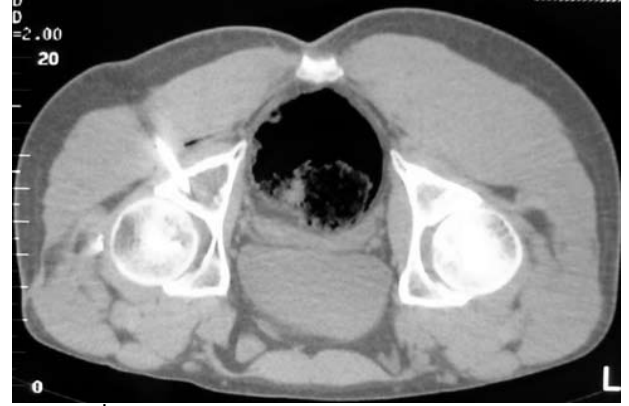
(a) Hastanın proksimal femur 1/3'ünü de alacak şekilde pelvis alt bölümünün standart ön-arka radyografisi. Femurdaki lezyonun büyüklüğü ve asetabulumun orta horizontal seviyesinin tam karşısında iskiyum ramustaki lezyon (beyaz oklar) dikkat çekiyor. Bilgisayarlı tomografide her iki lezyonun ekspansil kistik tipte olduğu, (b) proksimal transvers kesitte esas olarak iskiyum ramustaki lezyon, (c) daha distal transvers kesitte femoral lezyon izleniyor. Manyetik rezonans koronal (d) T<sub>1</sub>- ve (e) T<sub>2</sub>-ağırlıklı görüntülerde sıvı sinyalleri.
